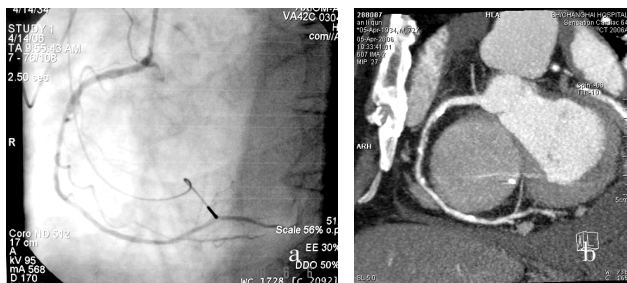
a、b 分别为同一患者 CTA 和 SCA 影像,两者均可以显示狭窄病变,SCA 对管腔显示更为清晰,但未见钙化。CTA 可通过 CT 值显示钙化病变程度
